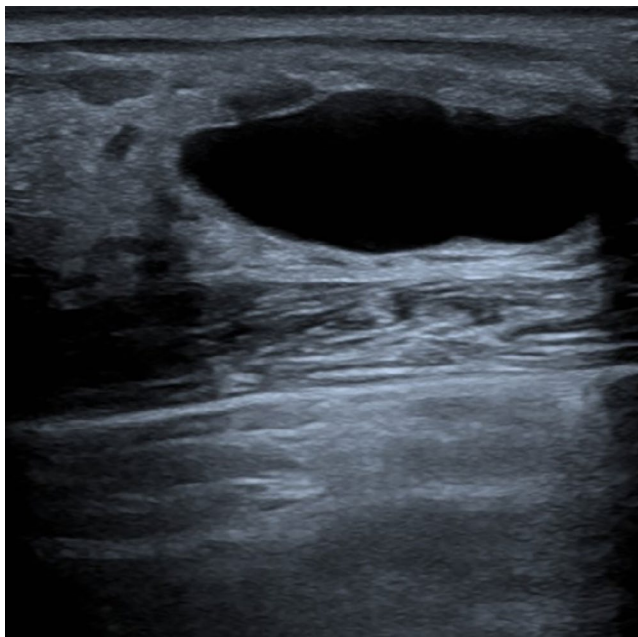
Corte longitudinal de ecografía de mama derecha. Imagen compatible con quiste simple: redondeada, anecoica, bordes bien definidos con refuerzo posterior.
